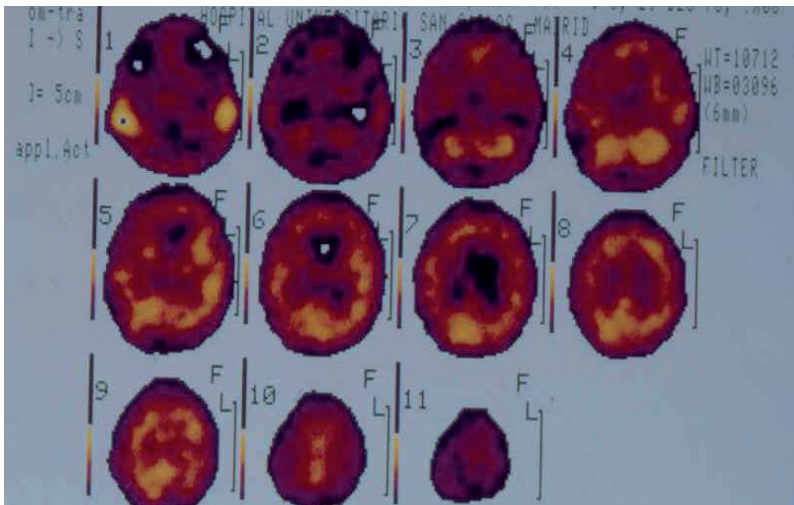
SPECT cerebral. Áreas de hipoperfusión y necrosis en un paciente con vejiga neurogénica.
